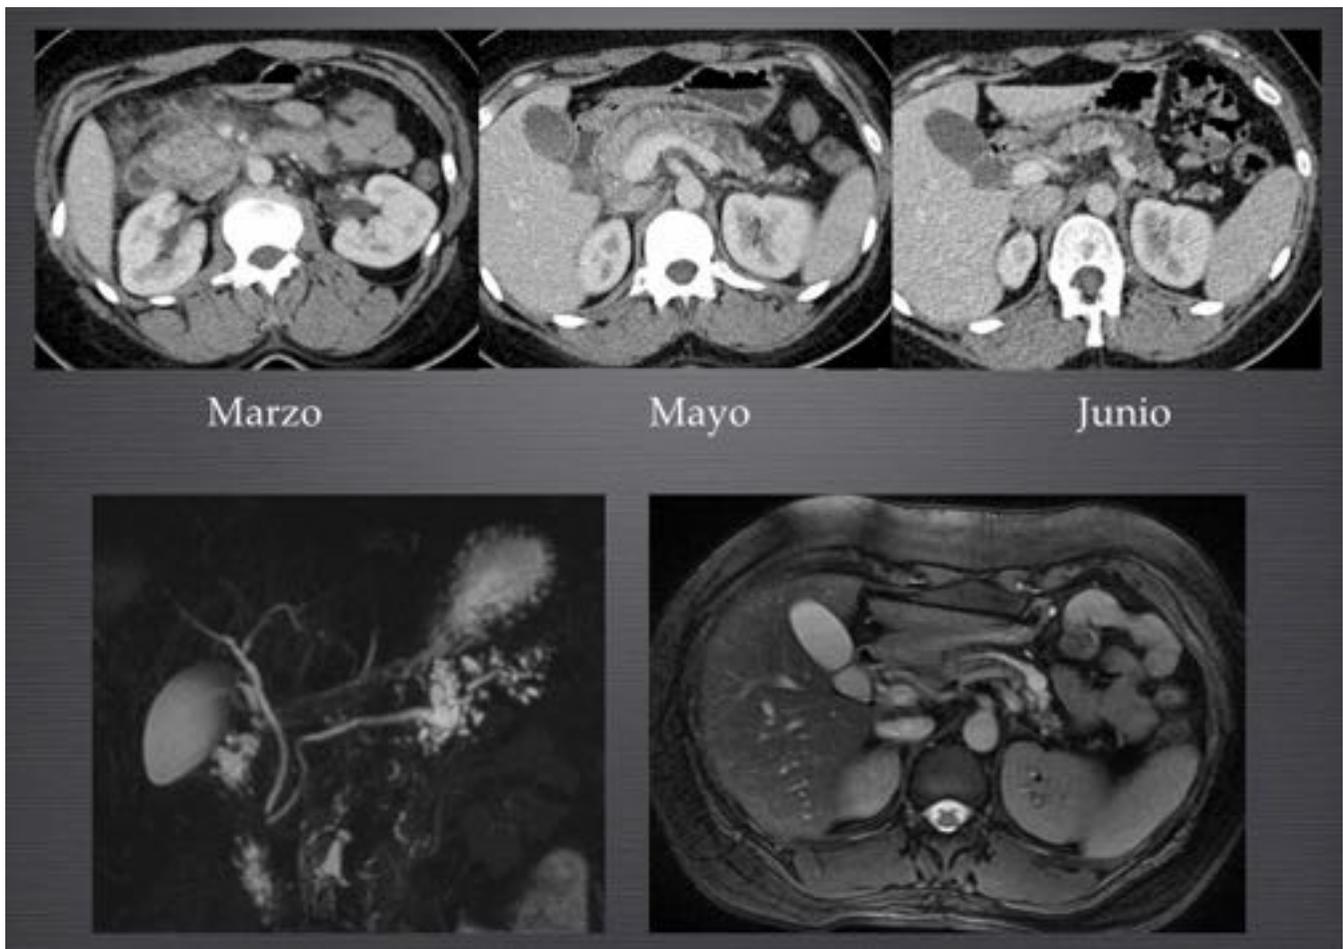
Imagen de TC y RM de lesión quística en cola pancreática, multilobulada, en comunicación con el conducto principal el cual se encuentra levemente dilatado
